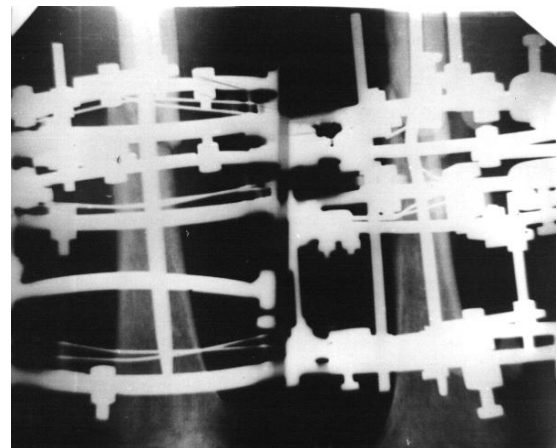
Рентгенограмма бедра больного Я., после восстановления оси и устранения деформации металлического стержня
